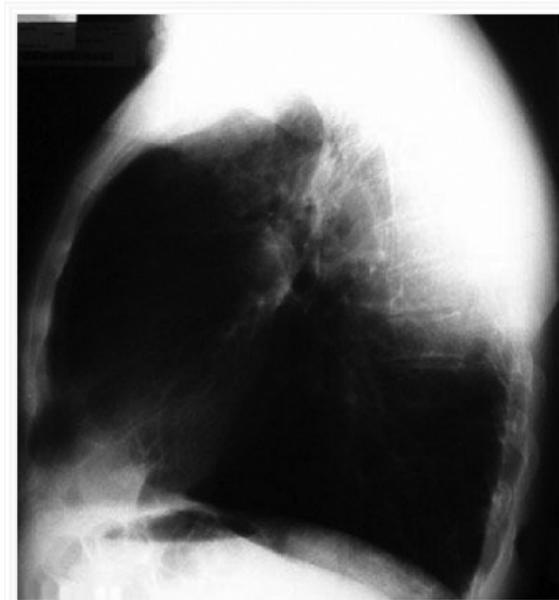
Radiografia simples de tórax, perfil, demonstrando a tumoração na parede torácica posteriormente.
